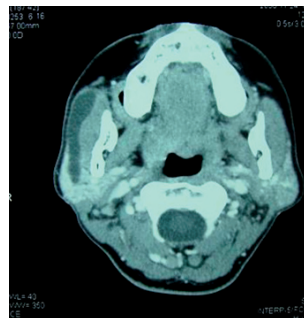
Tomografía computarizada axial preoperatoria.
